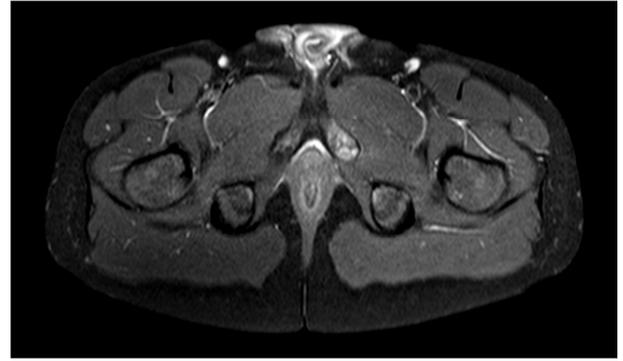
Corte axial de RMN de pelvis.
